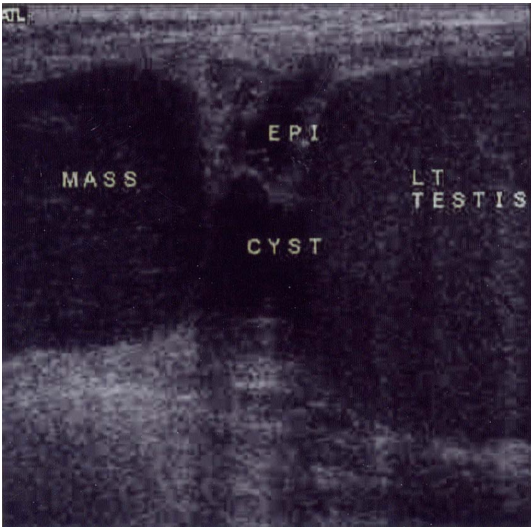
On ultrasonogram, left testis shows normal size, shape and echogenicity. Solid mass lesion is identified at left suprastesticular area. Incidentally left epididymal head cyst is seen.
